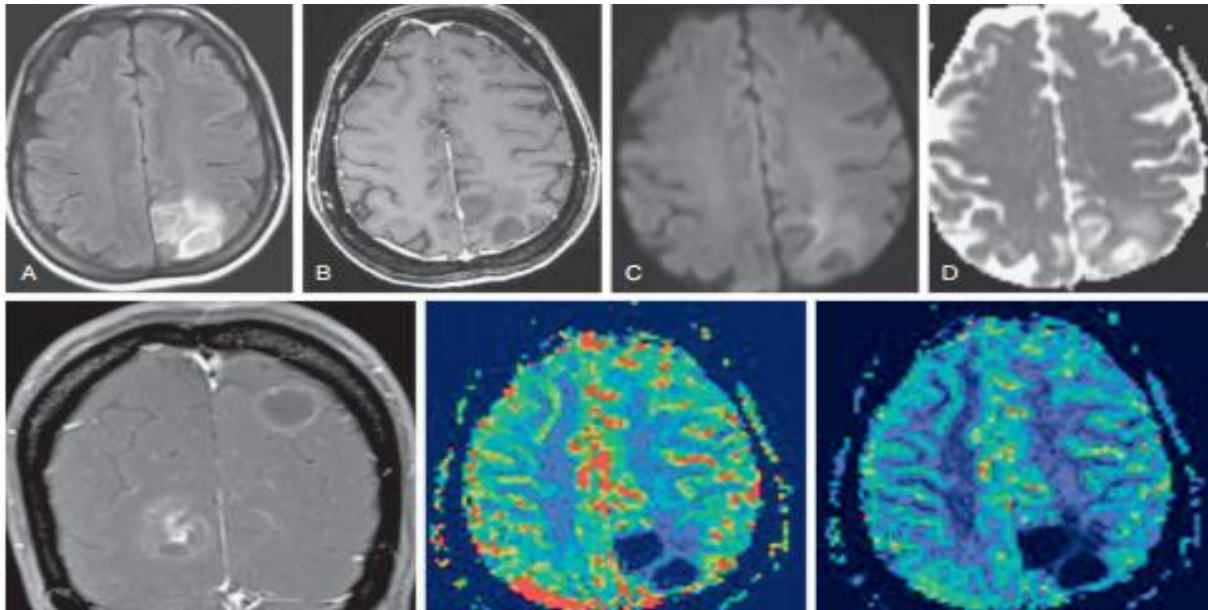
IRM cérébrale objectivant une toxoplasmose cérébrale chez une patiente de 30 ans atteinte de VIH, on note des lésions en hyper signal FLAIR pariétal gauche entourée d'un œdème péri-lésionnel (A), non rehaussées après injection du gadolinium (B) on note un hypo signal diffusion (c), avec valeurs élevées sur la cartographie de l'ADC (D), après quelques minutes plus tard, on signale un rehaussement périphérique des lésions nécrotiques toxoplasmiques sur la coupe coronale (E), IRM de perfusion (F, G) montre une hypoperfusion des lésions de toxoplasmose [15].
